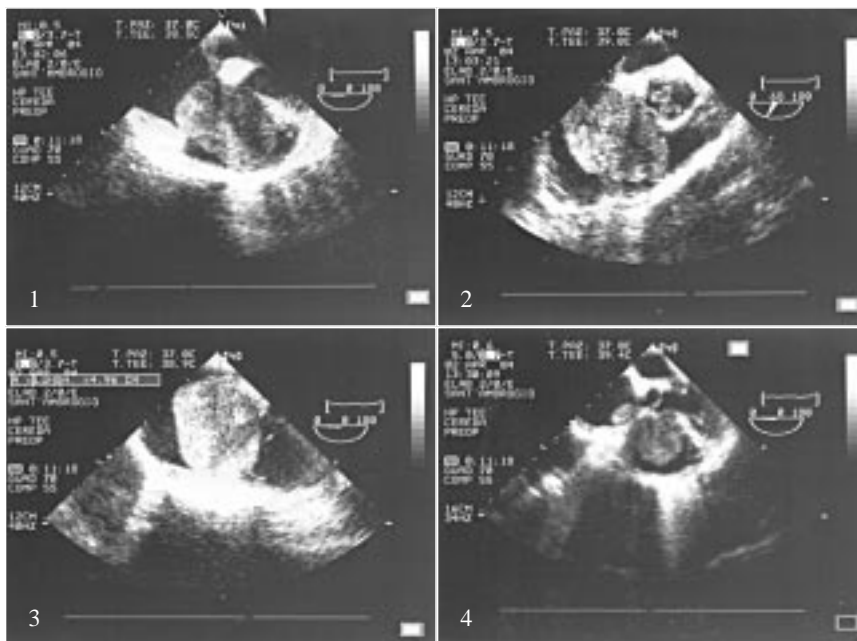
Immagini ecocardiografiche della voluminosa massa neoplastica che si aggetta nella fase diastolica nella valvola tricuspide.
